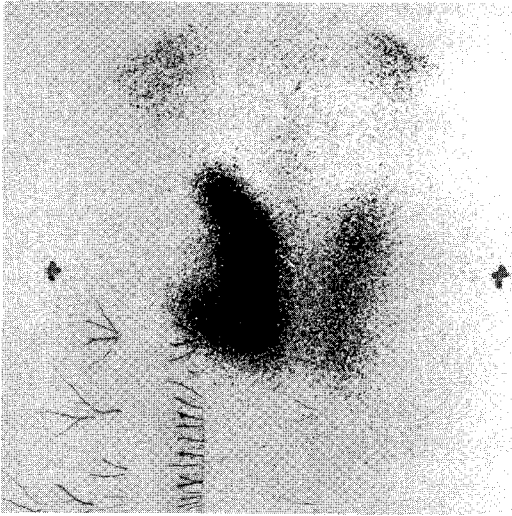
Technetium-99m pertechnetate thyroid scintigraphy of the case 1. Large hot nodule of about 4 cm with irregular margin and lateral photon deficient area is noted at right lobe.
